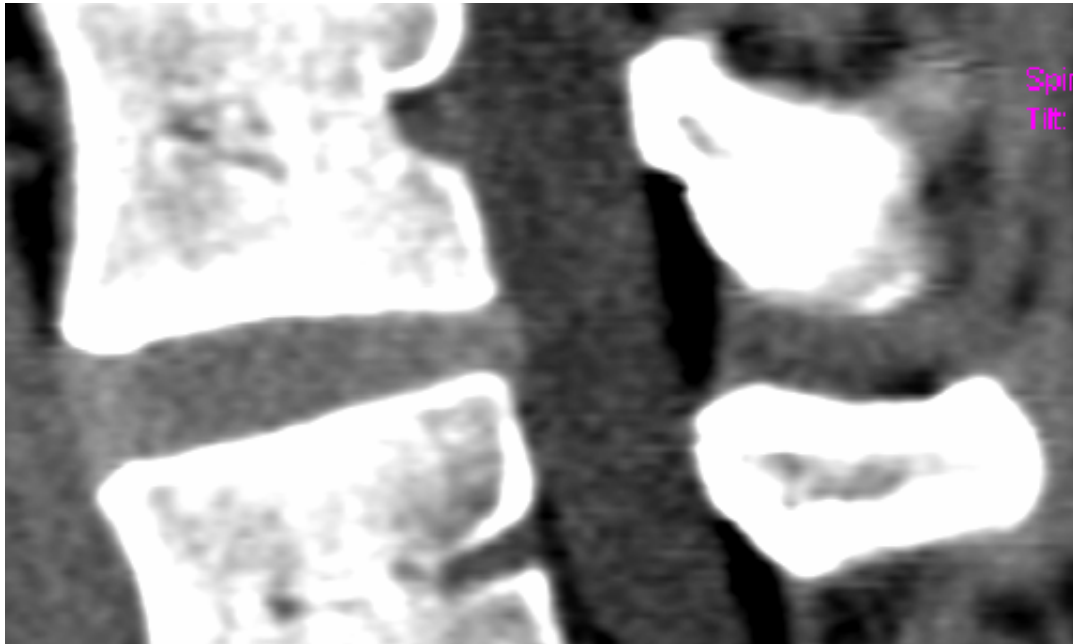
Zum Vergleich die Darstellung in der Computertomographie, man beachte insbes. Das Foramen venae basivertebrales (Rekonstruktion mit 3mm Schicht, Kernal B20, Fenster W/C: 350/100)
